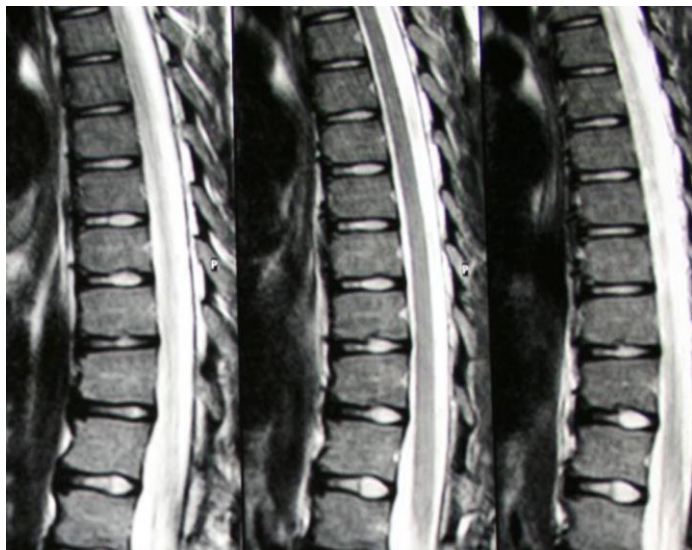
На МРТ остеохондроз грудного отдела позвоночника.
